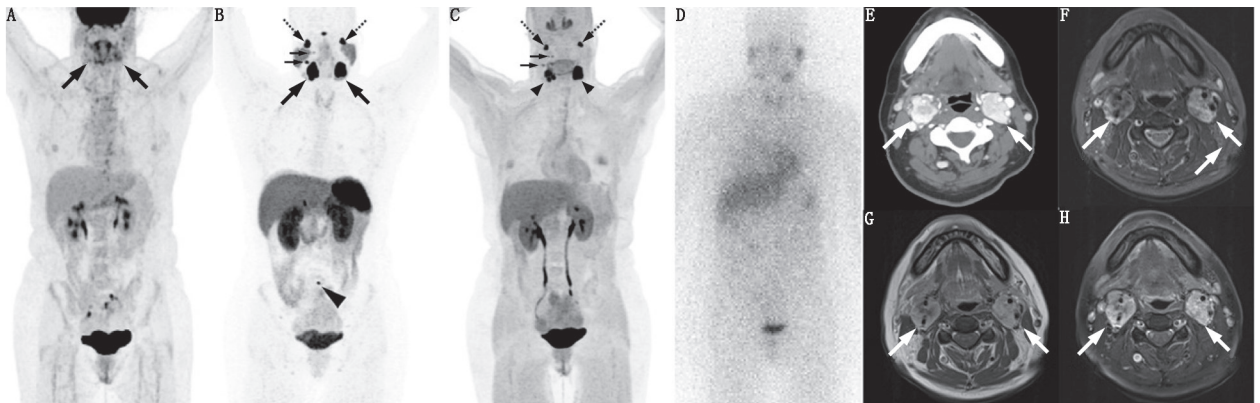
SDHD 相关头颈部副神经节瘤 (HNPGL) 和淋巴结、骨转移患者 (女, 46 岁) 影像学检查图。A. ^{18}F -FDG PET 显像最大密度投影 (MIP) 示颈动脉体摄取 (箭头示), 右侧较少, 左侧稍著 (SUV_{max} 分别为 4.4 和 10.3), 但不能明确识别任何其他病变; B, C. ^{68}Ga -1,4,7,10-四氮杂环十二烷-1,4,7,10-四乙酸-D-苯丙氨酸 1-酪氨酸 3-苏氨酸 8-奥曲肽 (DOTATATE; B) 和 6-氟-18-L-3,4-二羟苯基丙氨酸 (^{18}F -FDOPA; C) PET 显像 MIP; 左右颈动脉体肿瘤 (箭头示) 可被最佳识别 (^{68}Ga -DOTATATE 的 SUV_{max} 分别为 199.1 和 134.6, ^{18}F -FDOPA 的 SUV_{max} 分别为 46.4 和 28.1); 还可见双侧颈静脉球副神经节瘤摄取 (虚线箭头示) 及淋巴结转移 (实线箭头示); ^{68}Ga -DOTATATE 显像有最高对比, 还发现其他功能显像未显示的 L5 骨转移 (三角箭头示); D. 前位 ^{123}I -间碘苄胍 (MIBG) 平面显像为阴性, 显示正常唾液腺; E. 轴位对比增强 CT 扫描示增强的右颈动脉体 (2.1 cm) 和左颈动脉体副神经节瘤 (2.7 cm) (箭头示); F~H. 轴位短时间反转恢复 MRI (F)、对比增强 T₁ 加权 MRI (G) 和脂肪抑制对比增强 T₁ 加权 MRI (H) 示双侧不均匀摄取 (箭头示); 在 ^{68}Ga -DOTATATE 和 ^{18}F -FDOPA 上观察到的淋巴结转移在 CT 上被回顾性鉴定为亚厘米级病变 (未显示); 然而, 在 MRI 上很难将其与该区域正常淋巴结进行区分; ^{68}Ga -DOTATATE 和 ^{18}F -FDOPA 上显示的双侧颈静脉球副神经节瘤在 CT 或 MRI 上均未见
